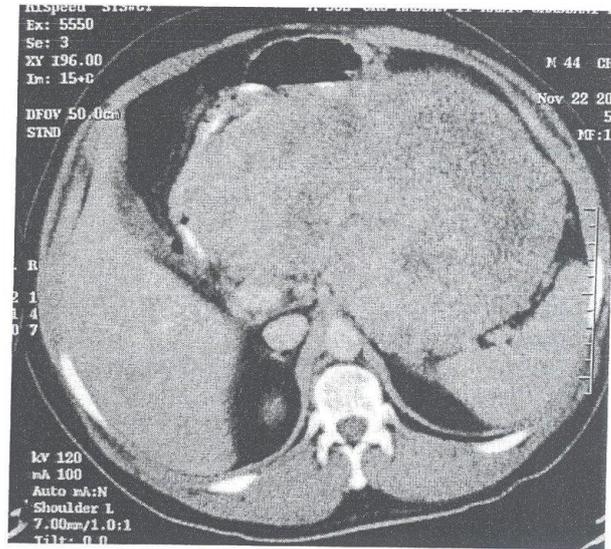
TDM abdominale avec injection de produit de contraste (C+) en coupe axiale montrant une énorme tumeur gastrique.
